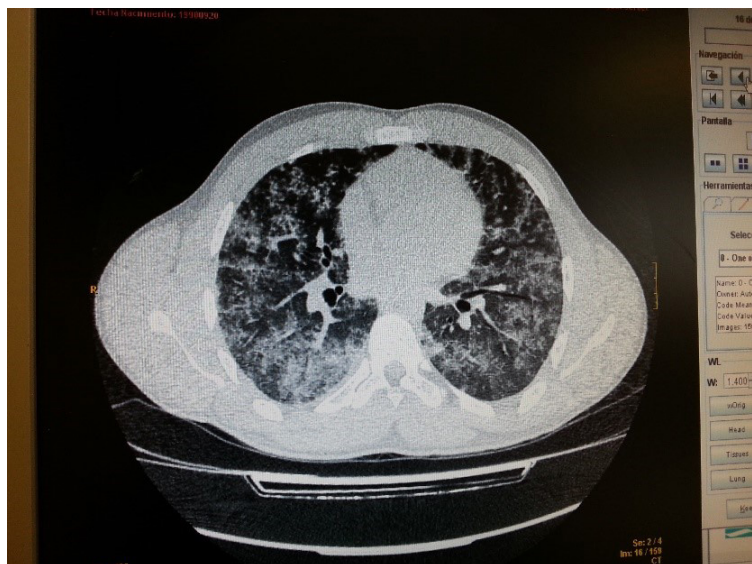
TC tórax sin contraste: infiltrados consolidativos en ambos campos pulmonares y superposición de focos de "vidrio esmerilado"
